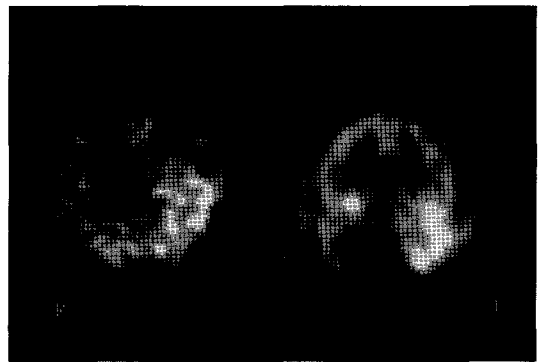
Ictal SPECT in neocortical temporal lobe epilepsy. Ictal SPECT showed hyperperfusion in the left temporal lobe. (A) Axial image. (B) coronal image.
